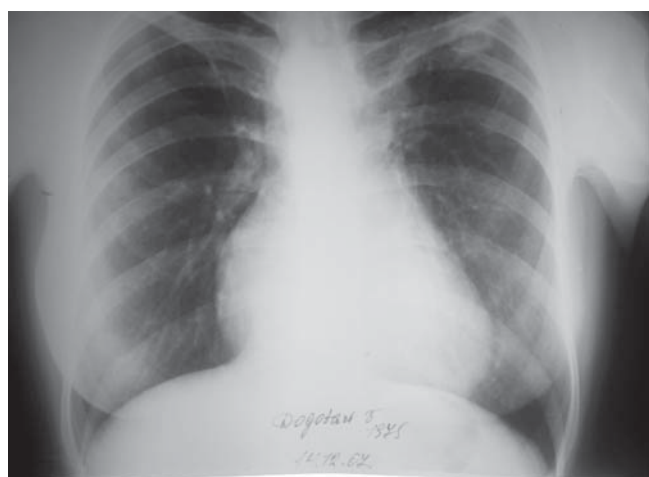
Radiografia toracică
